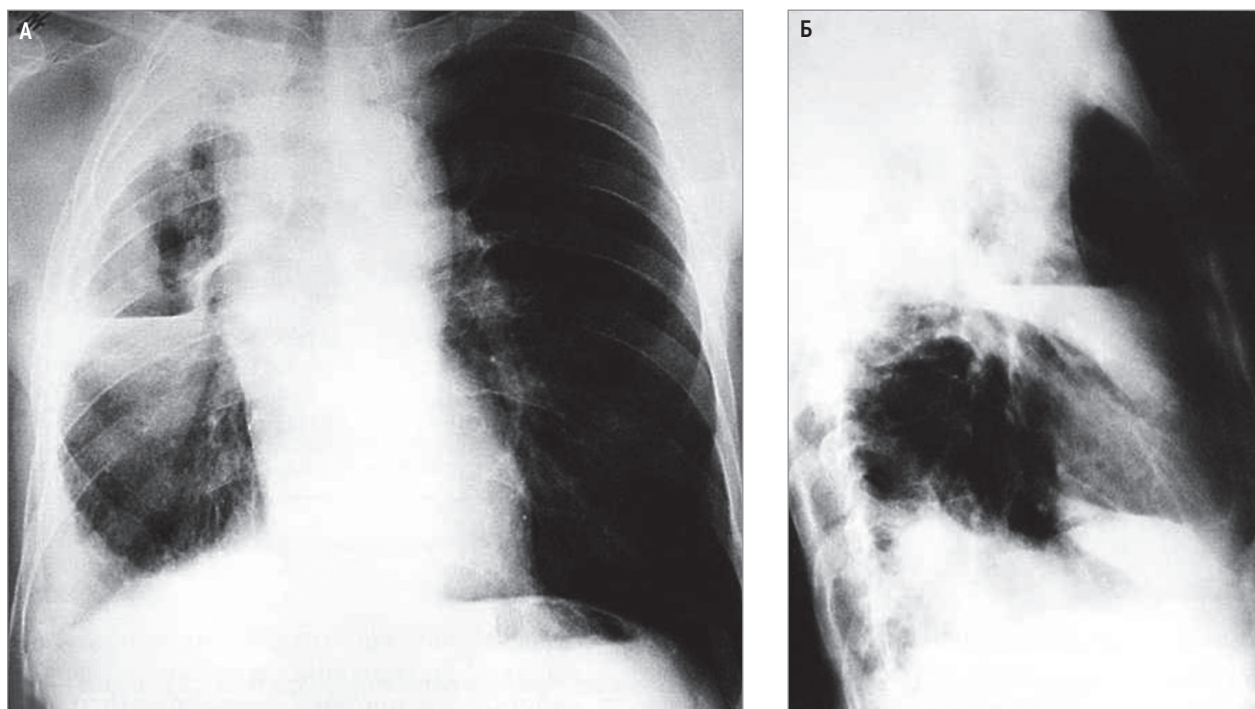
Острый абсцесс правого легкого: А – рентгенограмма в прямой проекции; Б – в правой боковой проекции
